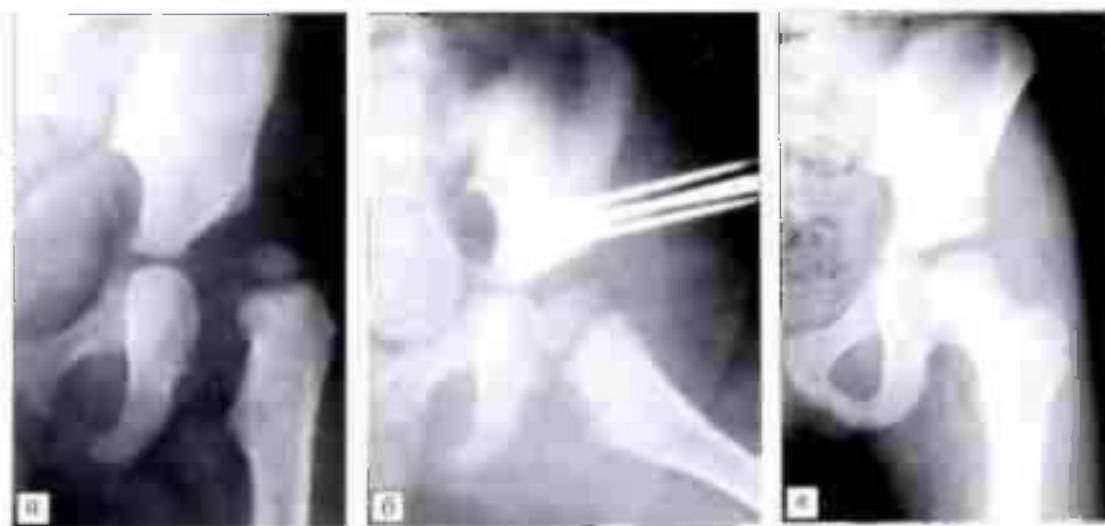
Рентгенограммы левого тазобедренного сустава в прямой проекции больной Д.
